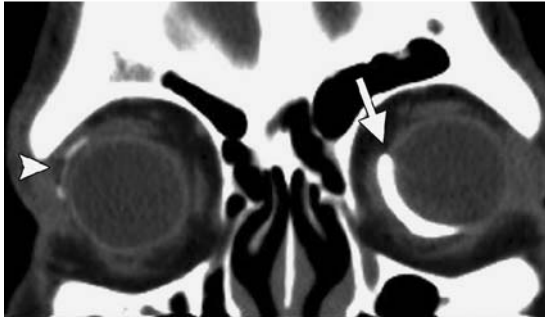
Bilaterale Glaukomdrainageimplantate verschiedener Hersteller mit unterschiedlichem Design bei einem 75-jährigen Mann. Die koronare CT-Aufnahme zeigt ein Baerveldt-Glaukomimplantat links-inferonasal (Pfeil) und ein Ahmed-Glaukomventil rechts-superotemporal (Pfeilspitze). Wegen seines Bariumgehalts hat das Baerveldt-Glaukomimplantat einen erheblich höheren Schwächungswert. Die unterschiedliche Lage der Implantate ist kein Grund zur Besorgnis; eines von ihnen könnte fehlpositioniert oder verrutscht sein.
